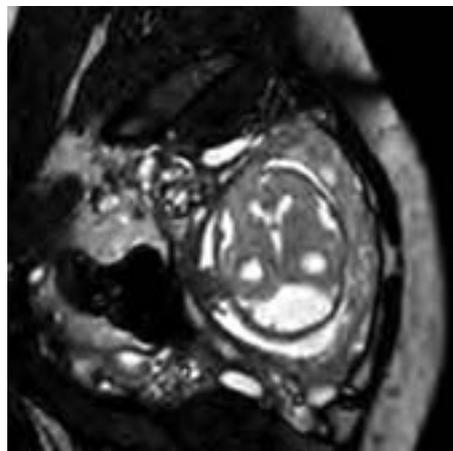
RM axial T2 prenatal.
